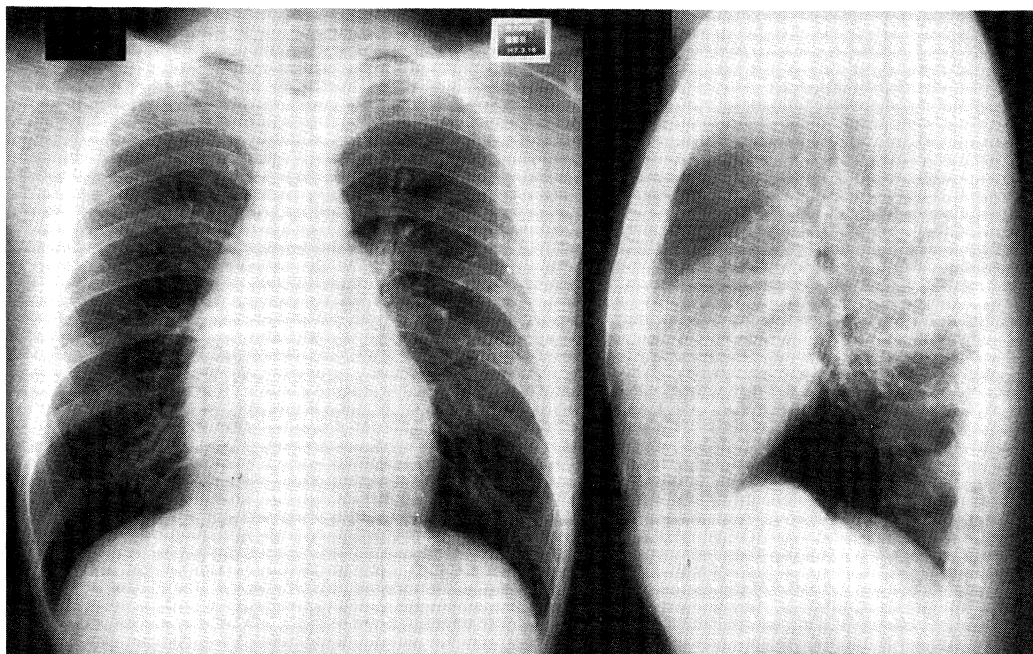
Chest X-ray on admission in case 2.
